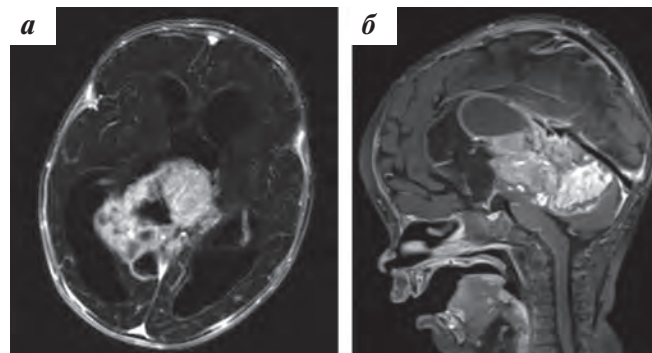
МРТ с контрастированием в режиме Т1 в аксиальной (а) и сагиттальной (б) проекциях после 3 курсов ПХТ
